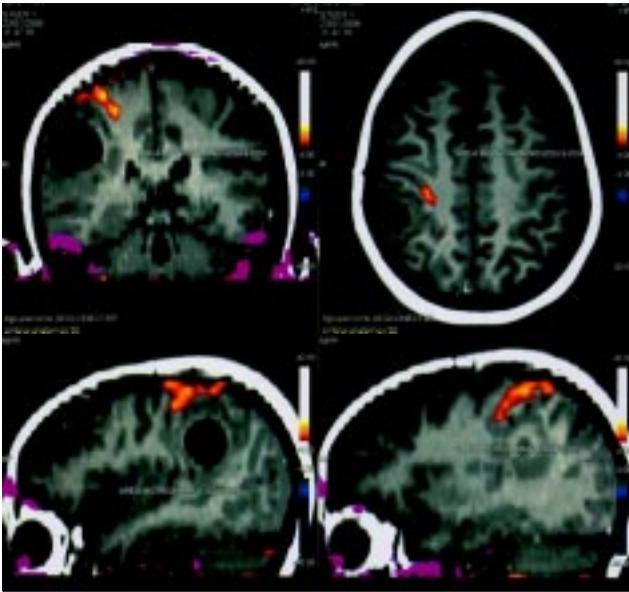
Resonancia magnética funcional (RMf) mostrando neuroactivación en el área correspondiente a la mano izquierda de la paciente. Nótese el desplazamiento anterosuperior de la banda motora.
